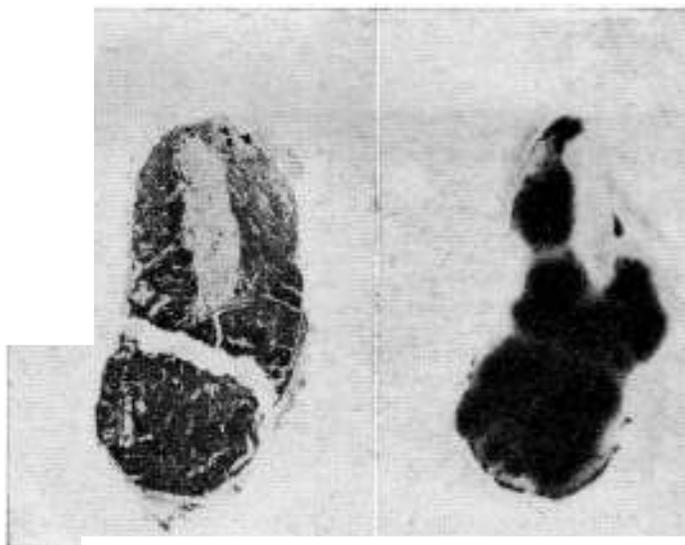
Autohystorradiografía, X 3
